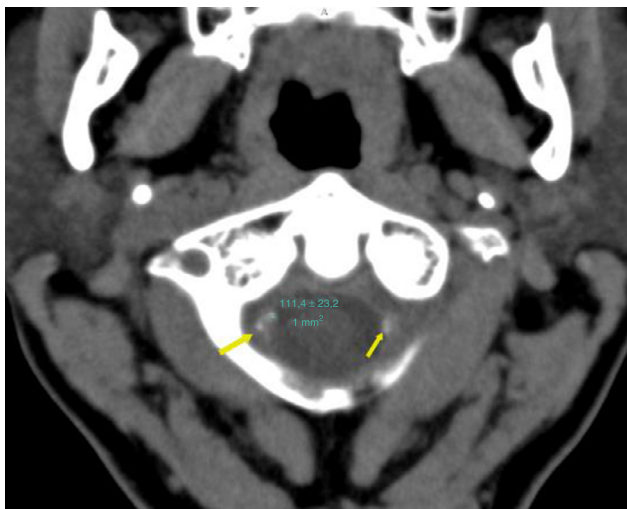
Tomografía computada multicorte de encéfalo, plano axial a nivel del foramen magno, donde se observan placas calcificadas en los segmentos V4 de ambas arterias vertebrales (flechas).
